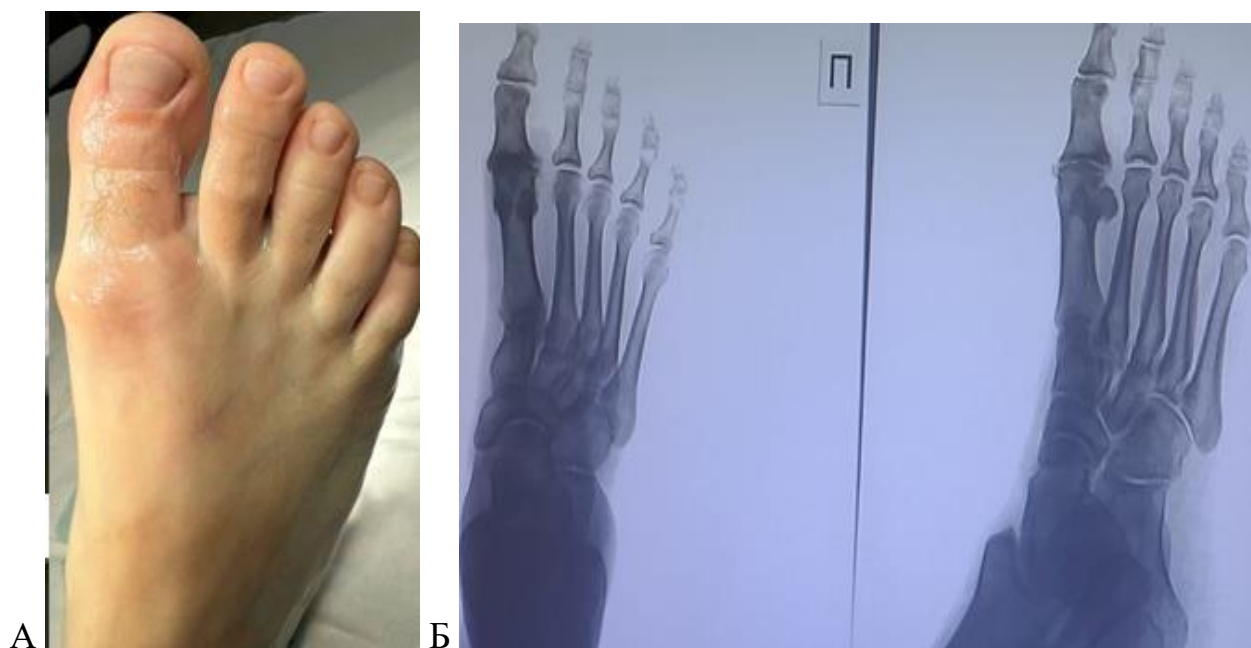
Результаты предоперационного обследования пациентки И., 63 лет с диагнозом Остеоартроз 1 ПФС правой стопы 3 ст. по Coughlin-Shurnas: А – внешний вид стопы; Б – рентгенограмма стопы в прямой и боковой проекции. Отмечается сужение межсуставной щели 1 ПФС, признаки субхондрального склероза, наличие остеофитов в области головки первой плюсневой кости и основания основной фаланги первого пальца
